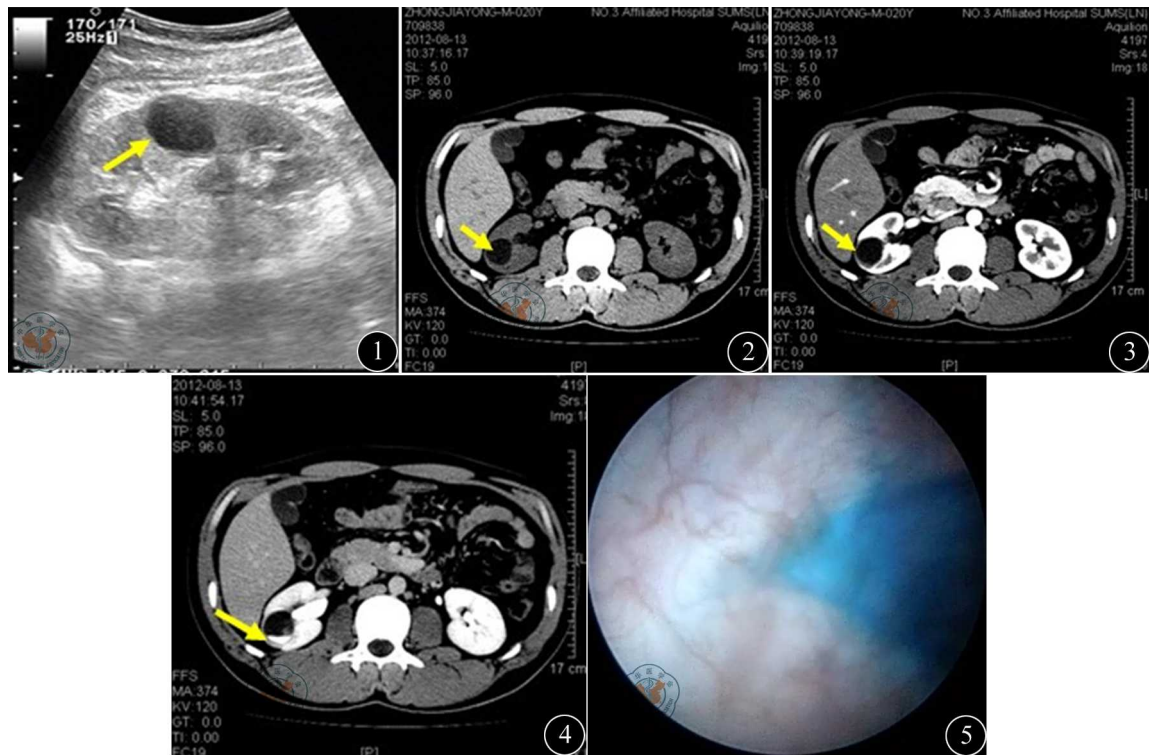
超声可见肾中部类圆形无回声区 图2 肾脏CT平扫右肾实质的中下部有一类圆形水样低密度影,大小约29 mm×24 mm,边缘清晰,表面肾皮质较厚 图3 肾脏CT增强扫描未见明显强化 图4 肾脏CT增强延迟扫描可见憩室内造影剂沉积,形成液-液平面 图5 建立经皮肾通道进入肾盏憩室后,经输尿管导管注入美蓝,寻找狭窄的肾盏憩室开口
